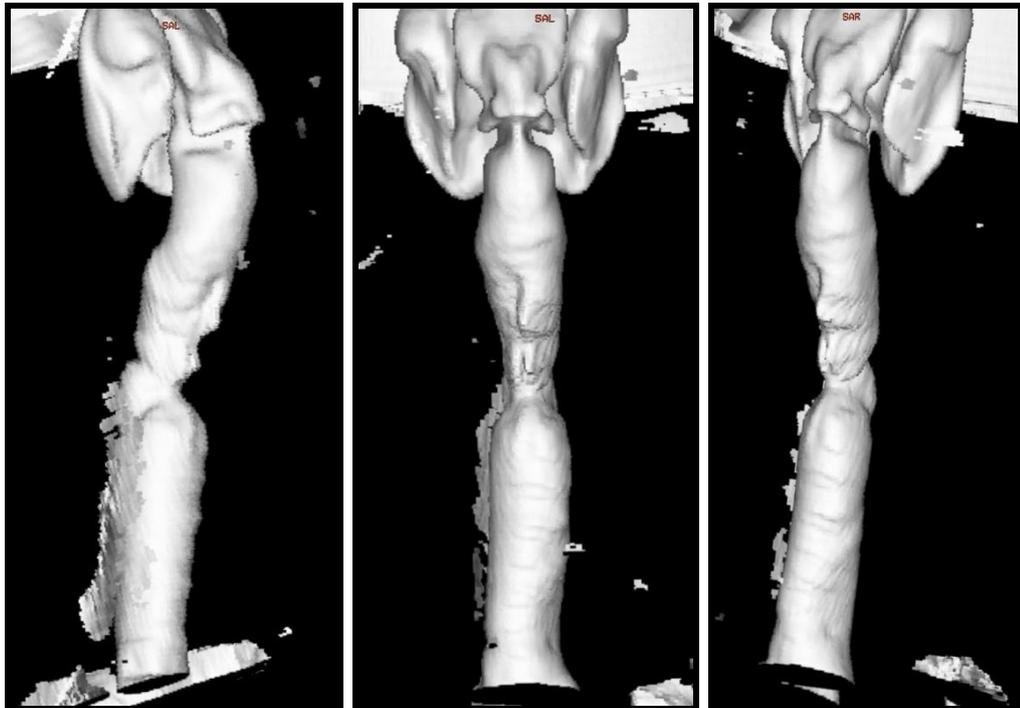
Реконструкция КТ: 3-D пневмограммы трахеи и гортани.
